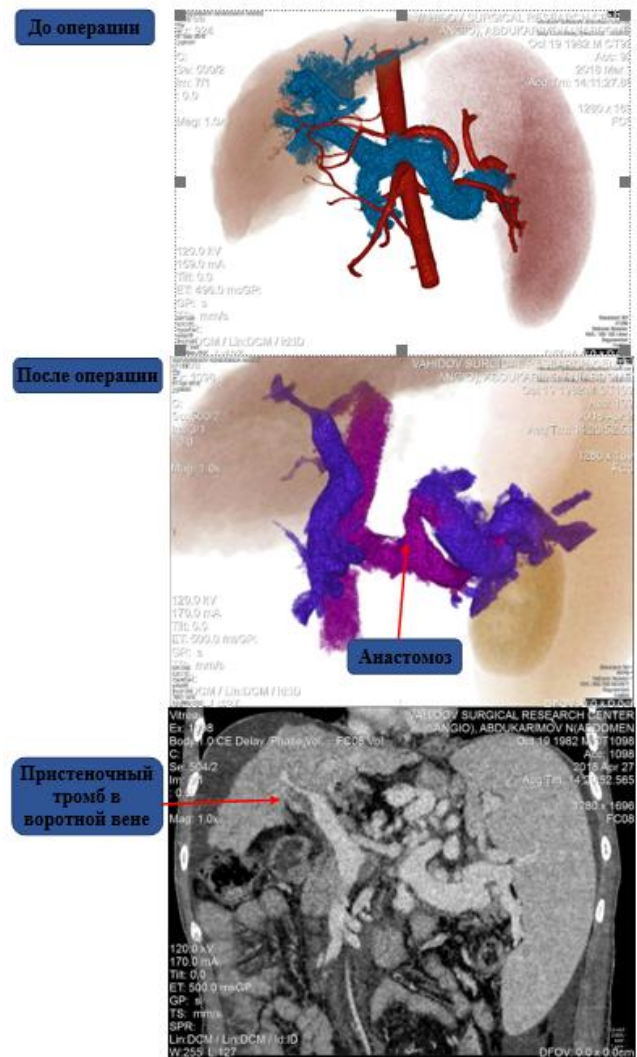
МСКТ-ангиограмма после ДСРА. Функционирующий анастомоз. Пристеночный тромбоз воротной вены
